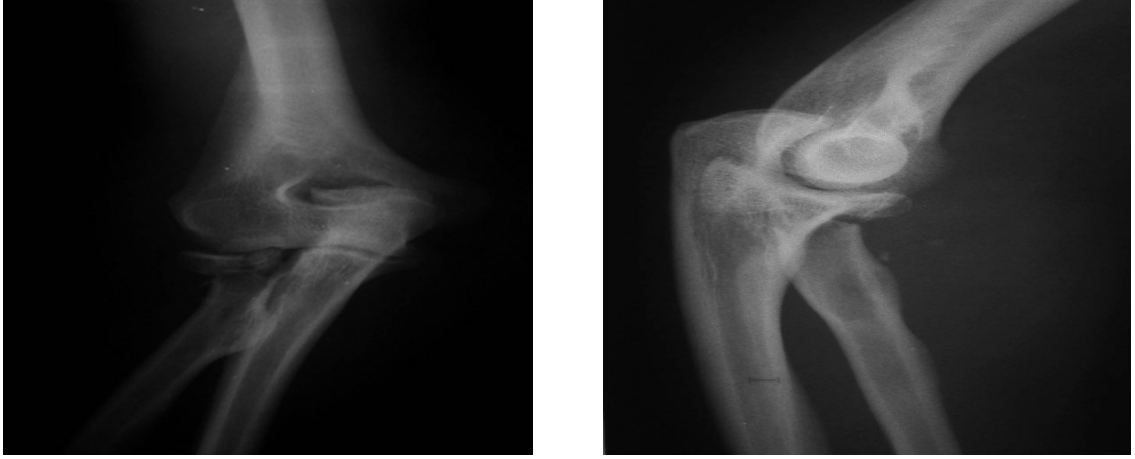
28 Yaşında Erkek Hasta Preop. ve Postop. Dirsek ve El Bileği Grafisi
